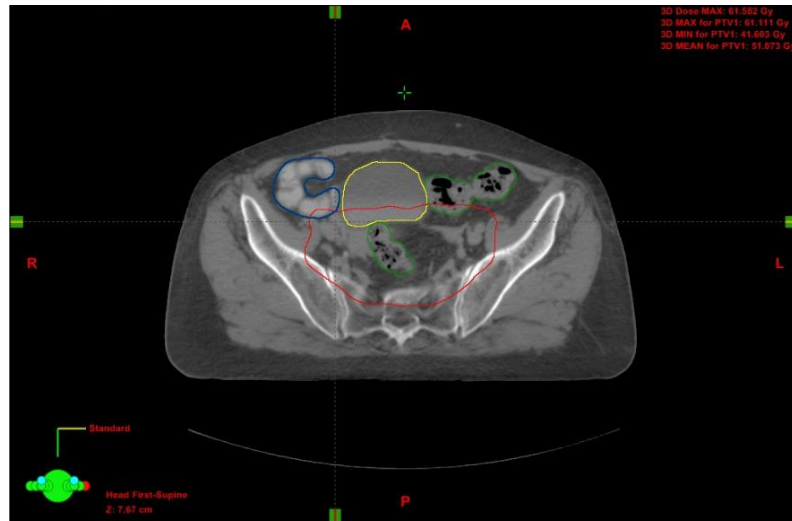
Corte axial de TC. Contorno rojo: PTV45, contorno amarillo: vejiga, contorno verde: colon, contorno azul: asas delgadas.
